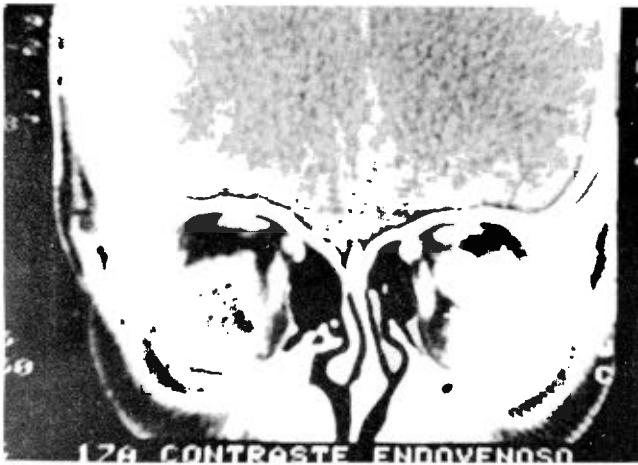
Esta tomografía computada en posición coronal, muestra el nervio óptico del lado derecho grandemente engrosado y la tumoración en la parte externa de la órbita, con una gran captación del medio de contraste.
